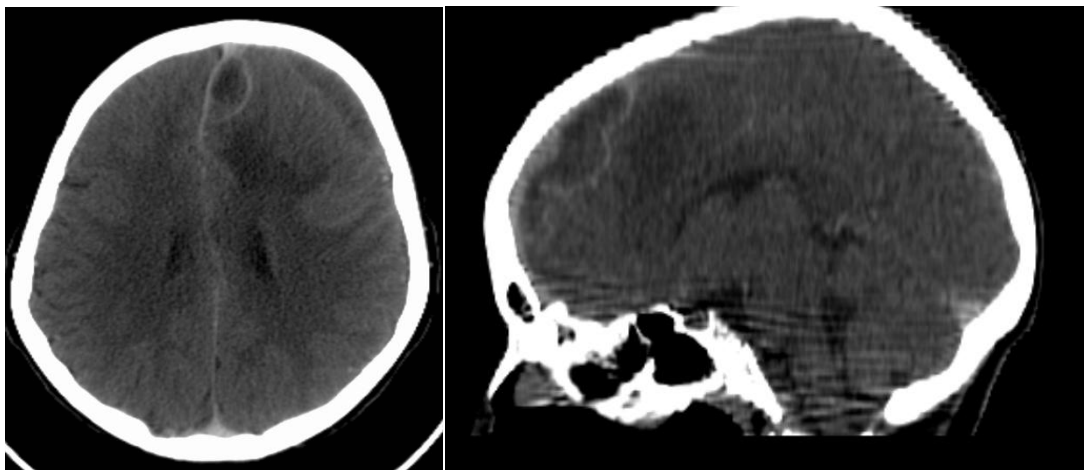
Nourrisson de 24 mois, ATCD= 0, admis en TC fébrile.
